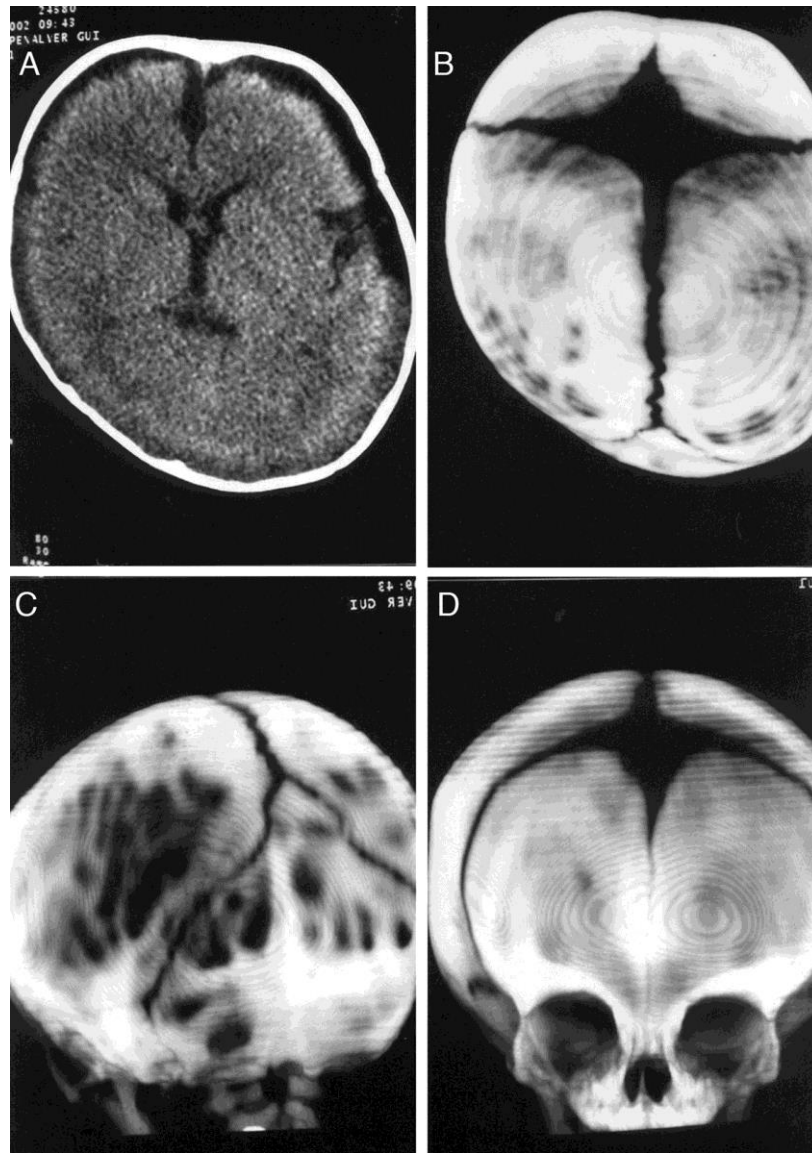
A) TC craneal de un niño con plagiocefalia occipital derecha que muestra colecciones pericerebrales de LCR (Líquido Cefalorraquídeo). B-D) TC-3D del mismo paciente que confirma la permeabilidad de todas las suturas descartando que se trate de una craneosinostosis. ³⁵
